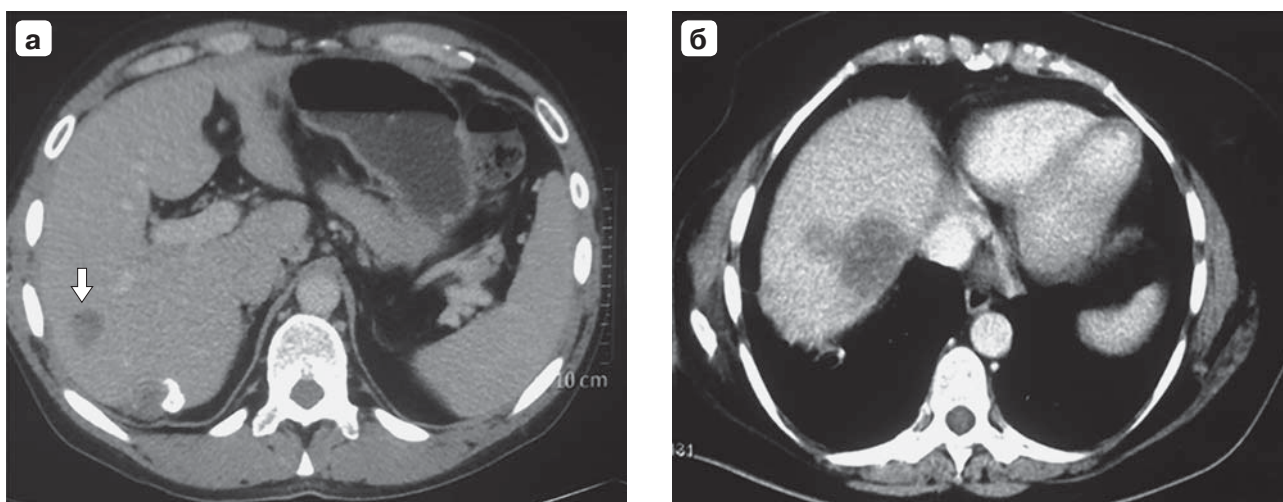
Компьютерная томограмма. Третий вид изменений, происходящих после УЗА: а — появление новой опухоли через 26 мес; б — появление новой опухоли через 14 мес.
